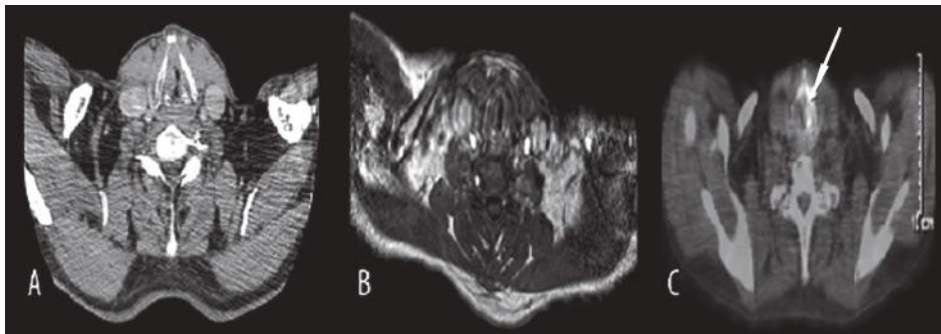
Выявление рецидивирования опухоли; оценка эффективности проведения химио- или лучевой терапии. (А) СКТ и (В) динамическая МРТ имеют ложно-отрицательный результат. (С) Глотическую и субглотную массы (стрелка) наблюдали с ПЭТ/КТ (С) (см. цветную вкладку). Гистопатологическое исследование подтвердило результаты ПЭТ/КТ плоскоклеточного рака (Pol J Radiol. 2015; 80: 428–432).
